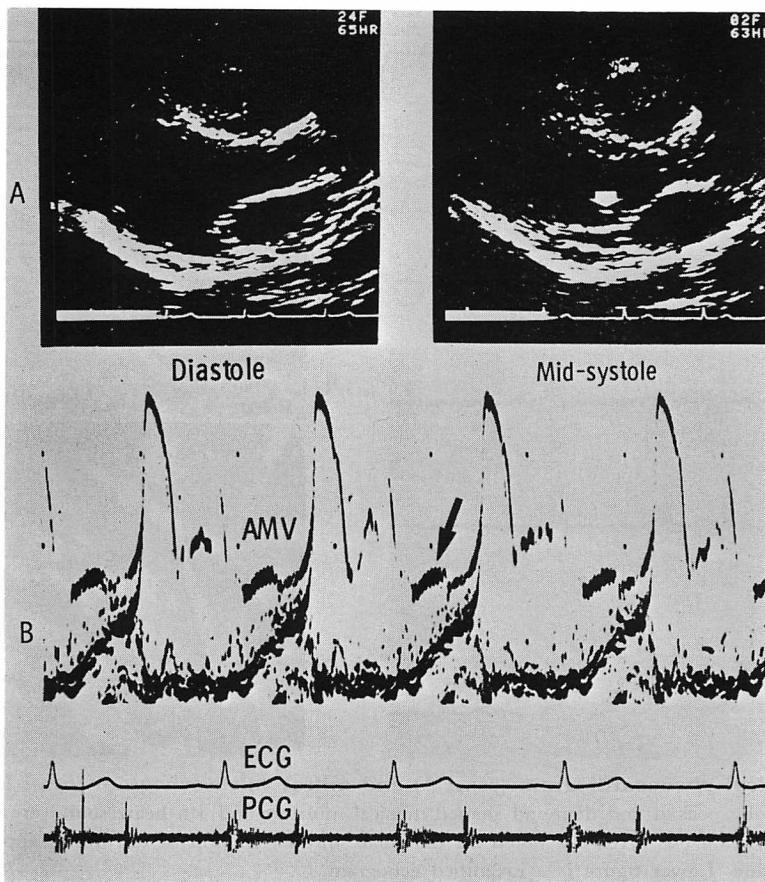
Parasternal long-axis two-dimensional echocardiograms (panel A) and simultaneous recordings of the mitral valve echogram with apical phonocardiogram (panel B) (Case 2).
